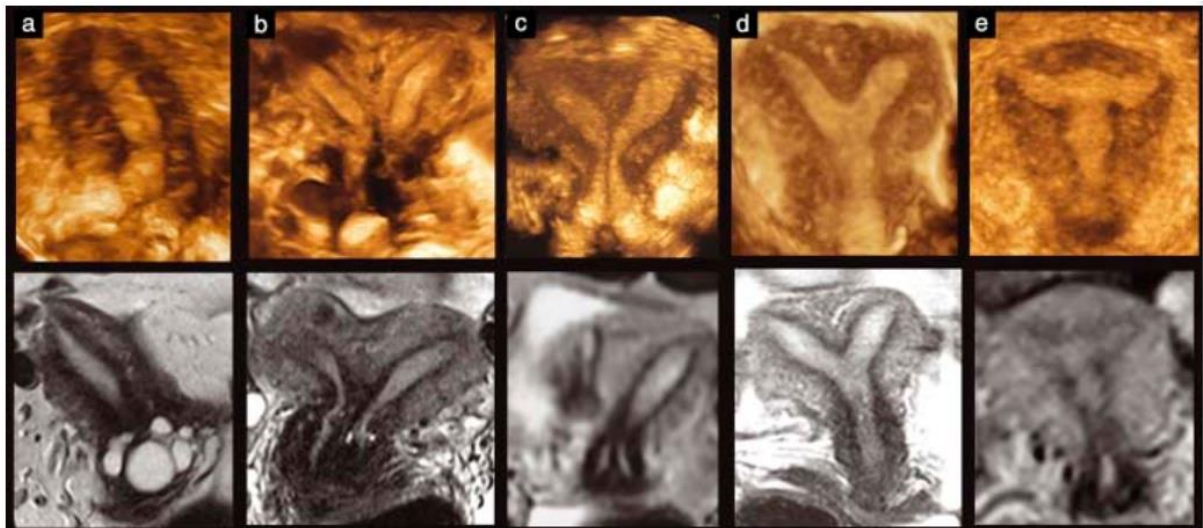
Corrélation entre l'échographie 3D et l'IRM dans le diagnostic des malformations utérines. D'après la classification de l'AFS : (a) utérus unicorne (Type II d); (b) utérus didelphe ou bicorne bicervical (Type III); (c) utérus cloisonné total (Type Va); (d) utérus cloisonné partiel (Type Vb); (e) utérus Distilbène (DES syndrome) (Type VII) [69]
